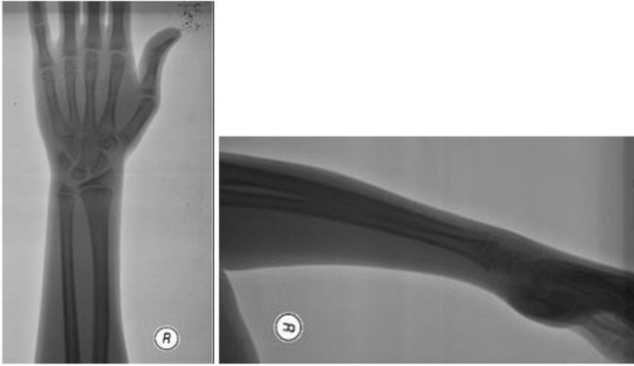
Ameliyat sonrası sağ el bilek ön-arka ve yan grafisi
